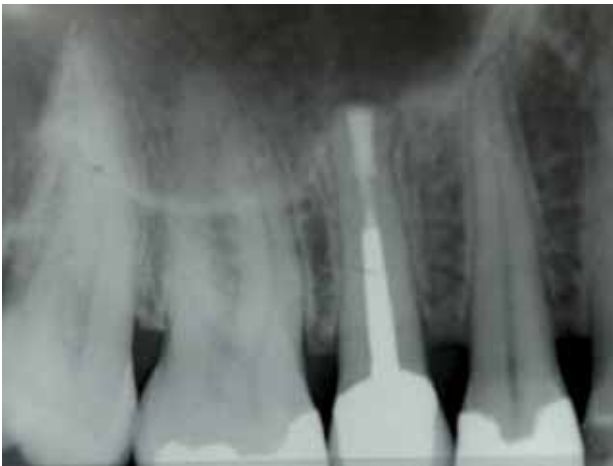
Postoperatives Röntgen nach sechs Monaten. Durchgehender Parodontalspalt apikal beweist cirkumapikale Reossifikation mit Abgrenzung zum Kieferhöhlenlumen.
